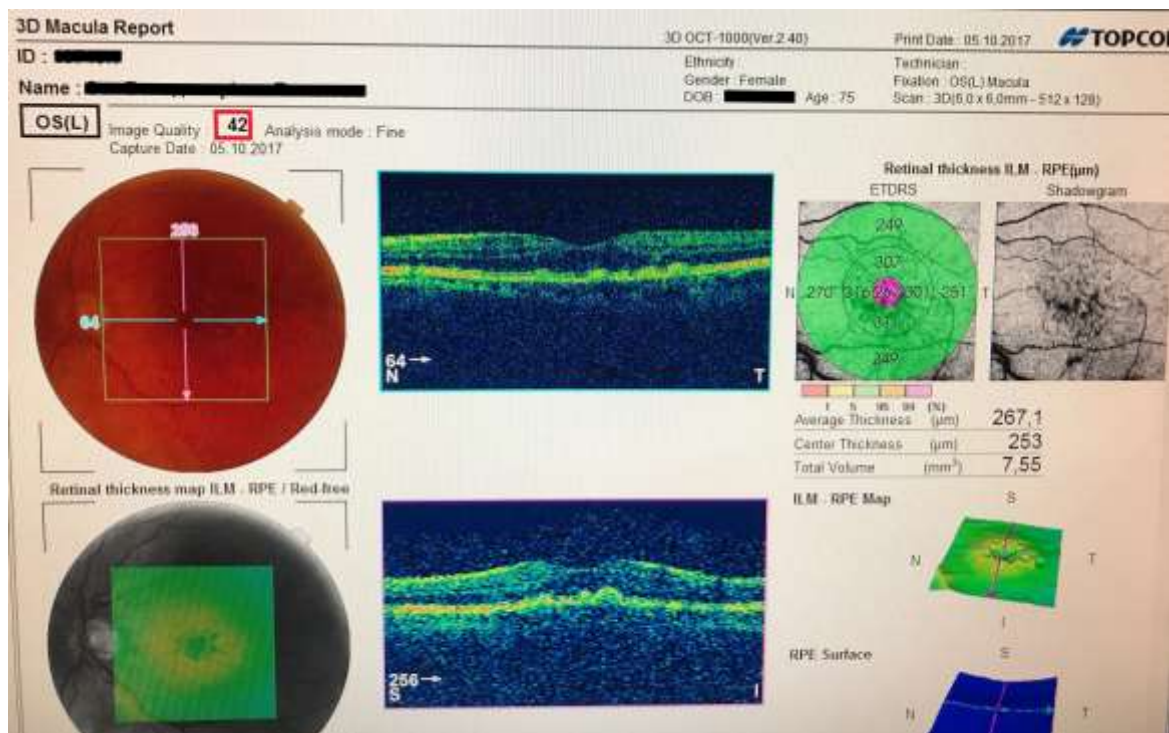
Томограма пацієнтки із «сухою» формою ВДМ
